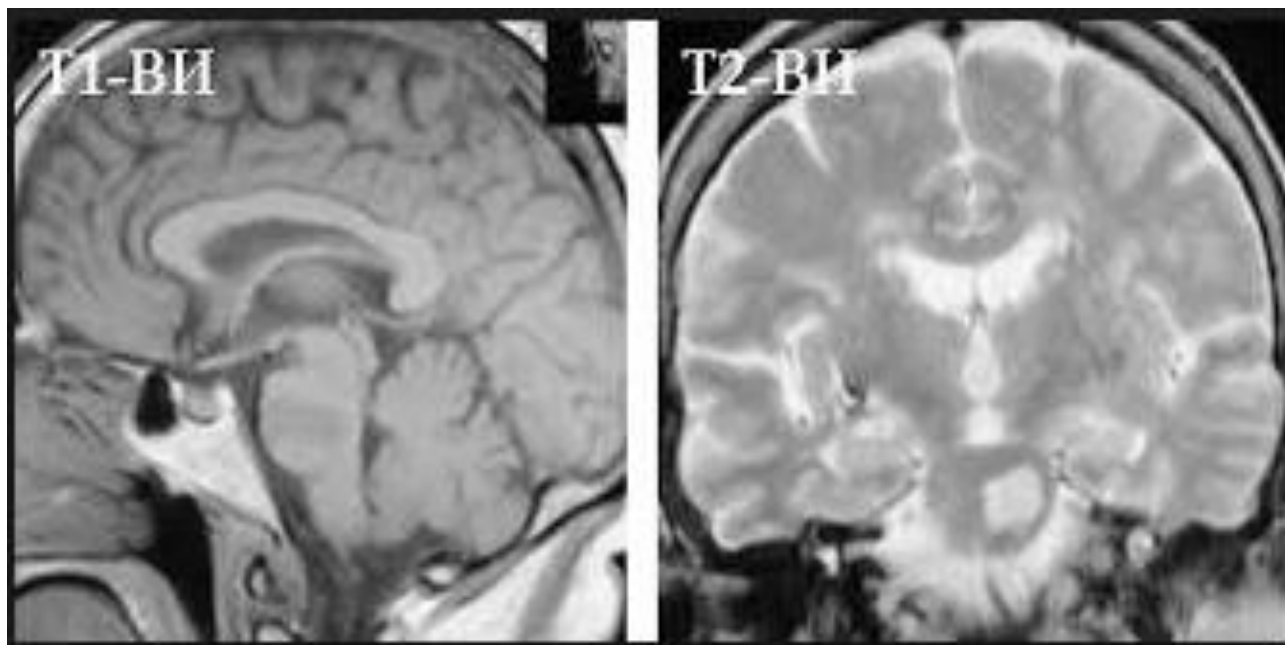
МРТ-картина головного мозга больного Б., 1975 г.р.
